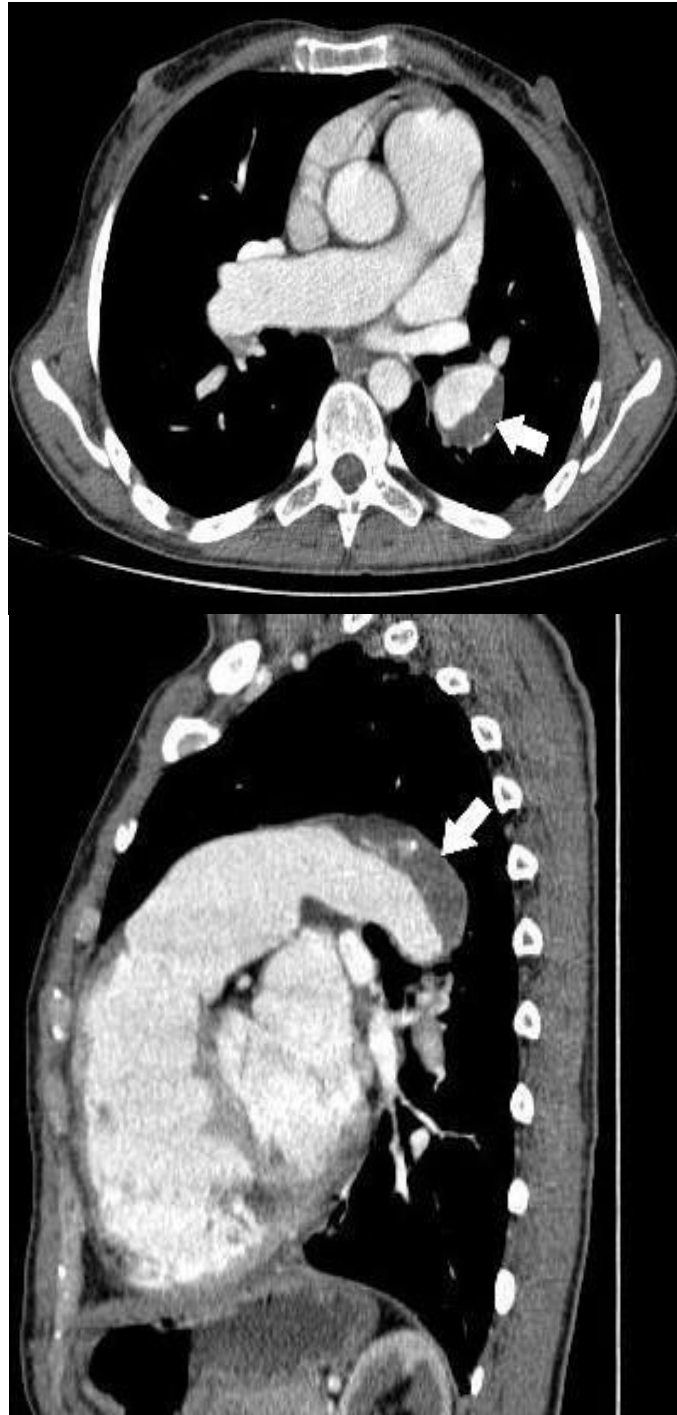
Angiotomografia de tórax em corte axial (A) e sagital (B). Defeito de enchimento excêntrico na parede do ramo principal esquerdo da artéria pulmonar, com focos de calcificação associados, relacionado a trombo in situ.
